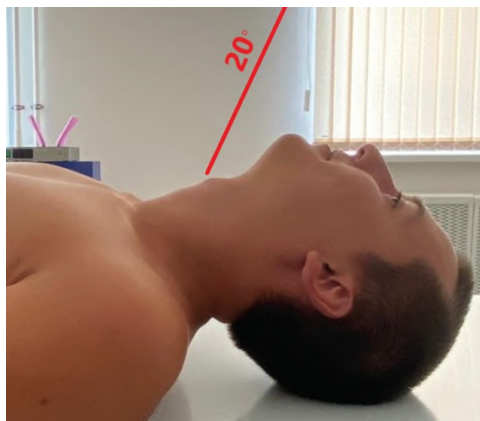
Рентгенография шейного отдела позвоночника. Задняя аксиальная проекция (суставные опоры)
